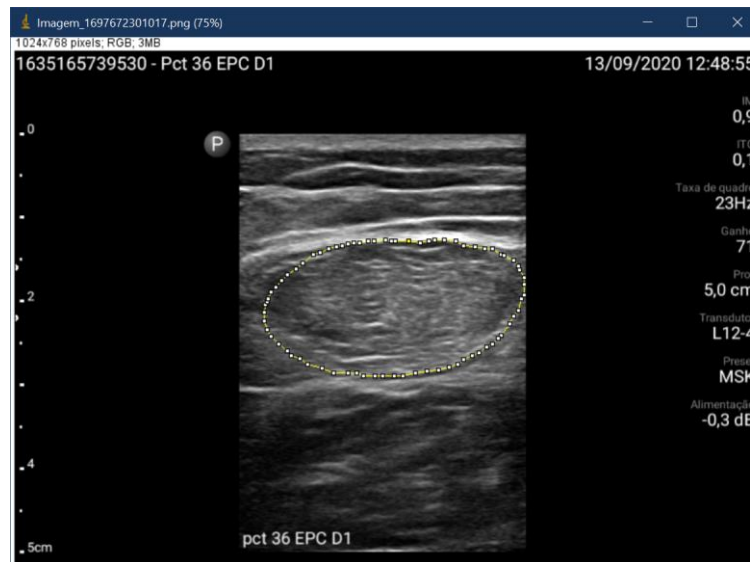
Avaliação realizado por ultrassonografia do músculo quadríceps de membro inferior direito.
